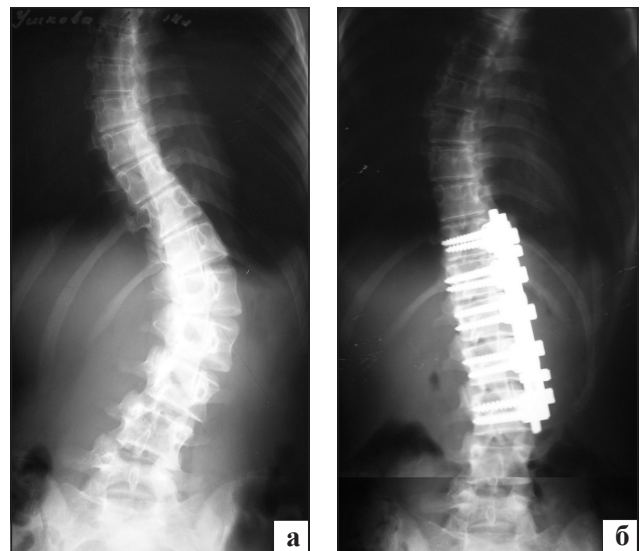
Фотовідбитки з рентгенограм хворого зі сколіозом типу V за Lenke до хірургічного втручання (а) та після вентрального коригувального спондилодезу за способом «кістка на кістку» (б)
